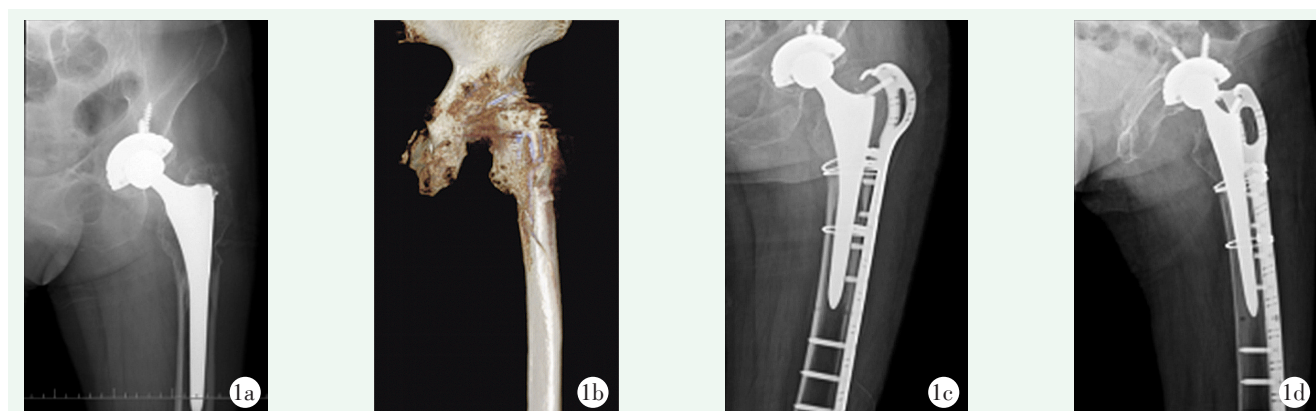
患者，女，79 岁，左侧 Vancouver B1 型股骨假体周围骨折 1a: 术前 X 线片示左侧股骨假体周围骨折 1b: 术前三维 CT 重建检查提示左侧股骨假体周围骨折 1c, 1d: 术后 X 线片示骨折处对位、对线可，钢板螺钉有效固定在位，钛缆固定位置可
